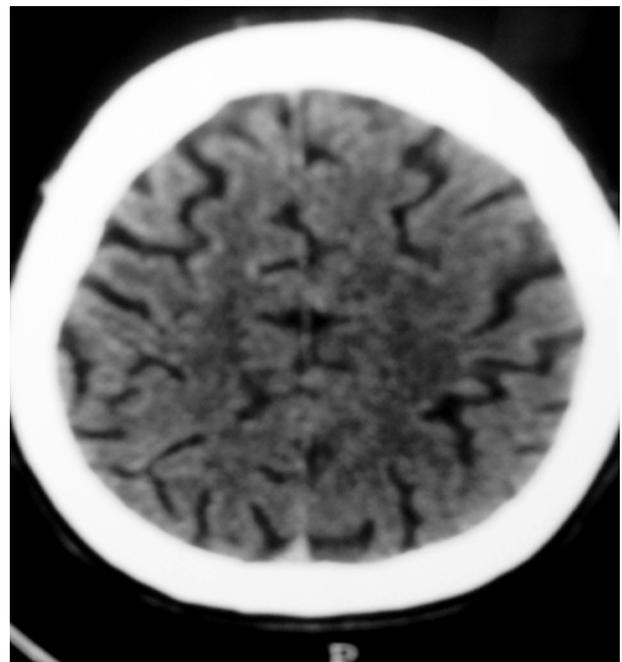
TAC de cráneo simple con datos indirectos de atrofia cerebral con pronunciamiento del manto aracnoideo.
